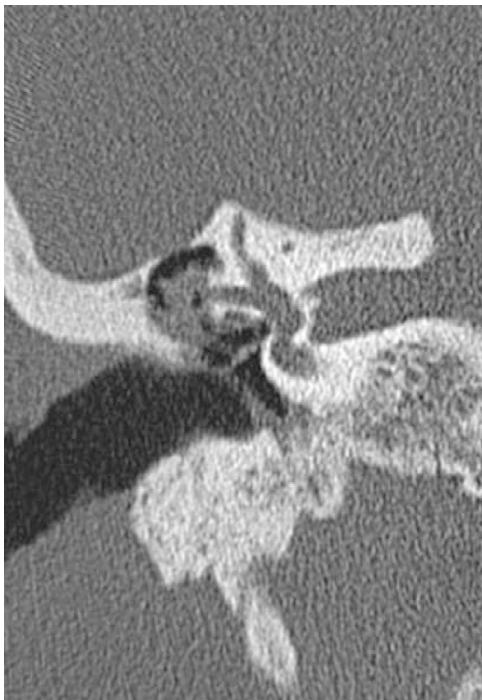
FL (canal semicircular lateral) em uma tomografia computadorizada (TC).
